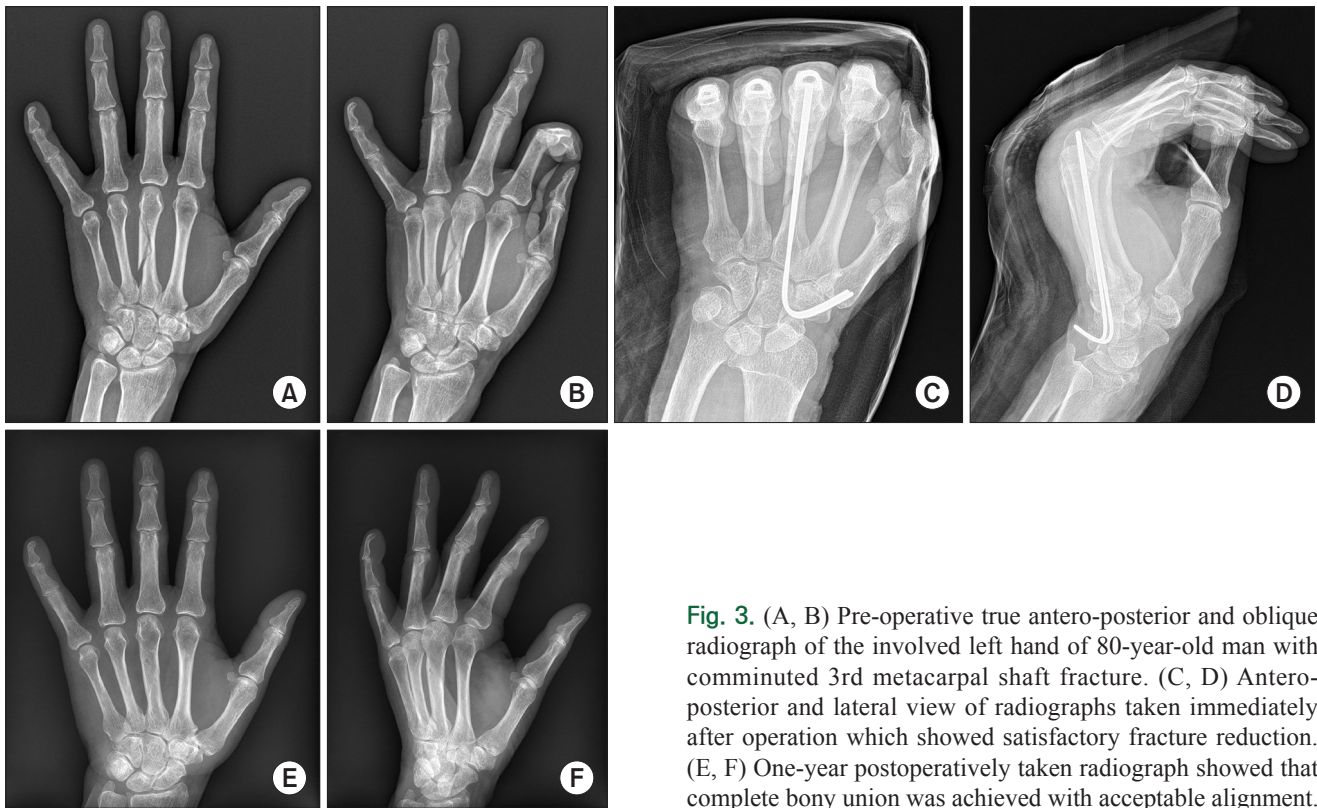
(A, B) Pre-operative true antero-posterior and oblique radiograph of the involved left hand of 80-year-old man with comminuted 3rd metacarpal shaft fracture. (C, D) Antero-posterior and lateral view of radiographs taken immediately after operation which showed satisfactory fracture reduction. (E, F) One-year postoperatively taken radiograph showed that complete bony union was achieved with acceptable alignment.
